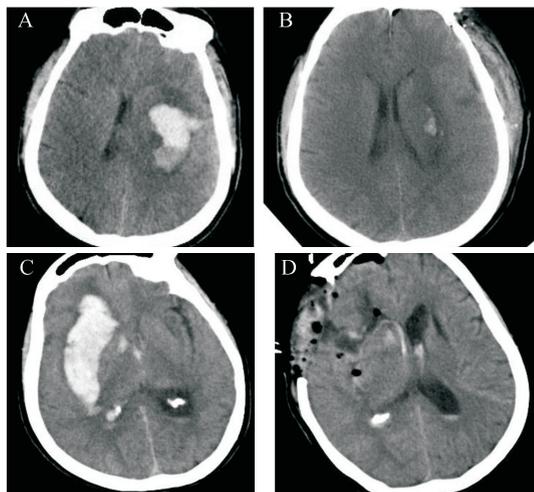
基底节区脑出血术前及术后CT A:术前左侧基底节区脑出血,出血量中等;B:术后左侧基底节区血肿基本清除并保留骨瓣;C:术前右侧基底节区脑出血,出血量大;D:术后右侧基底节区血肿基本清除,但仍有脑室受压,已行去骨瓣减压
